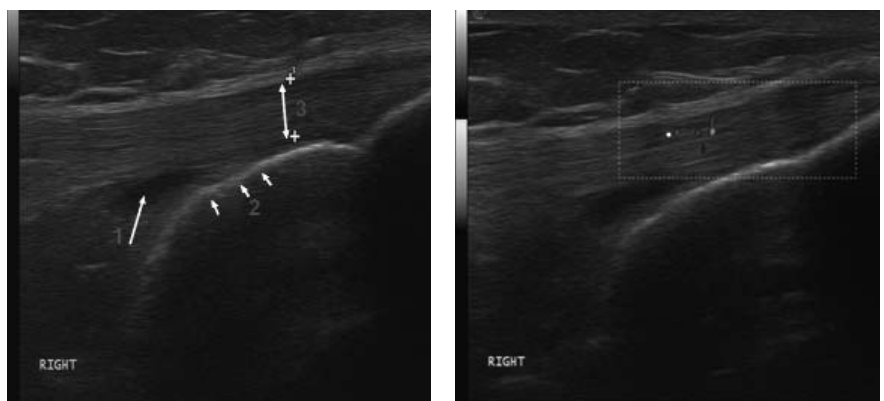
УЗИ правого коленного сустава: а – глубокий инфрапателлярный бурсит дистального отдела собственной связки надколенника, большеберцовая кость; б – снижение эхоплотности и васкуляризация
